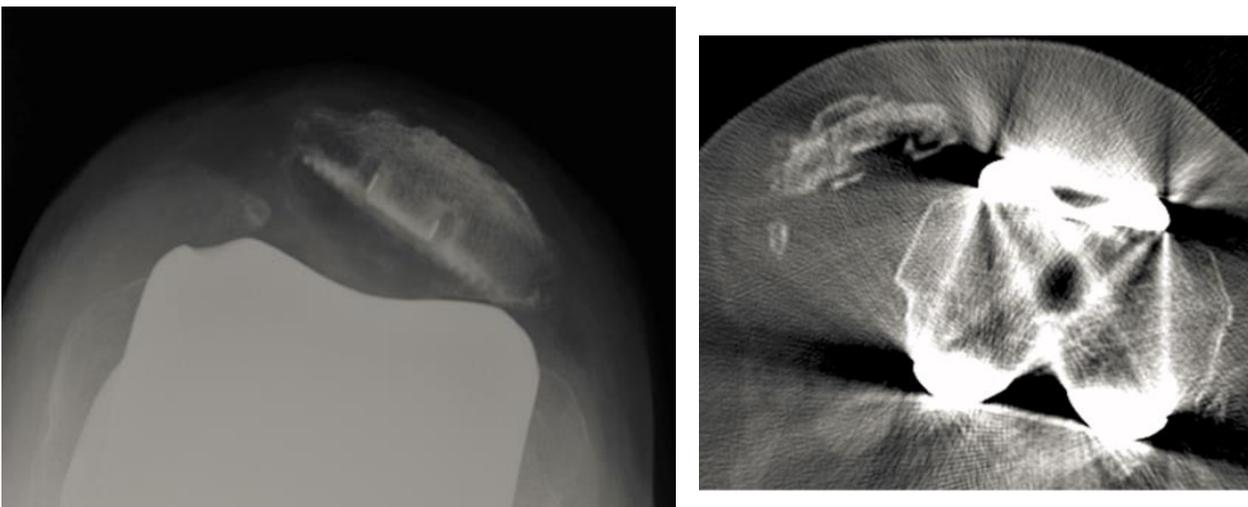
Cliché axial de rotule : Bascule externe rotulienne Dont le centrage reste normal/ Coupe TDM axiale : Luxation rotulienne complète [83]
